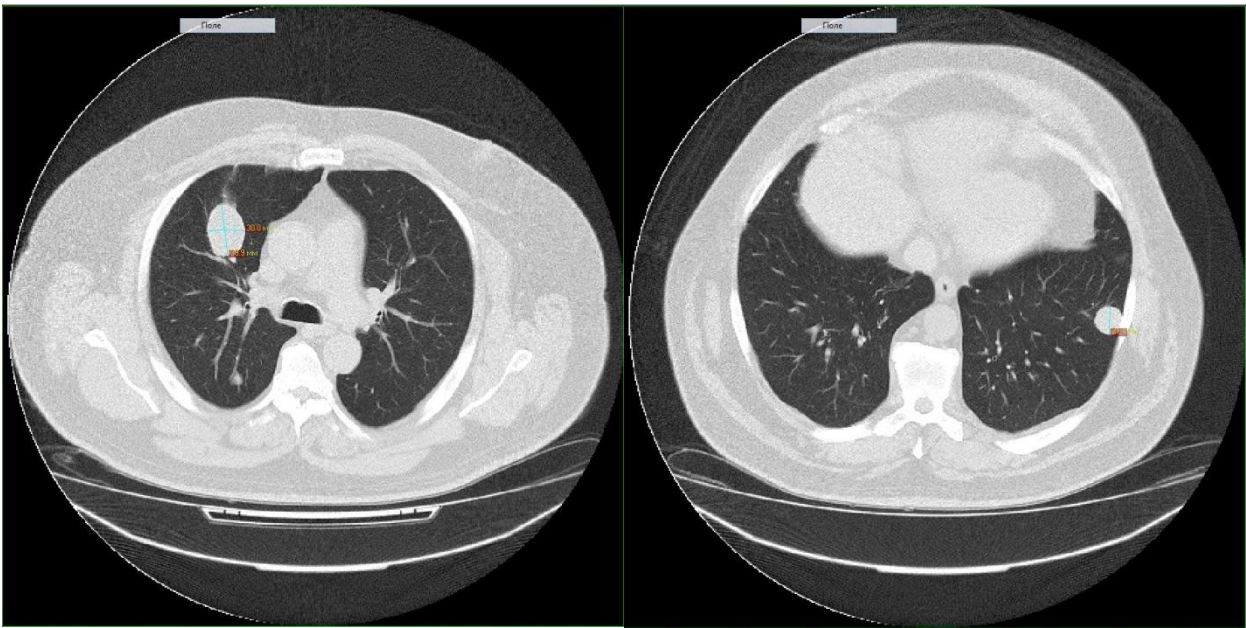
КТ груди. Аксиальный срез. Эхинококковые кисты правого и левого лёгких
